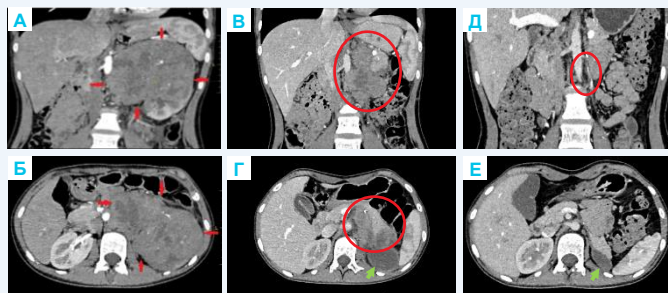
КТ органов брюшной полости в 2-ух проекциях: а, б – картина на момент постановки диагноза; в, г – прогрессирование болезни после оперативного лечения; д – картина после 9 интенсивных блоков ПХТ; е – послеоперационная киста
